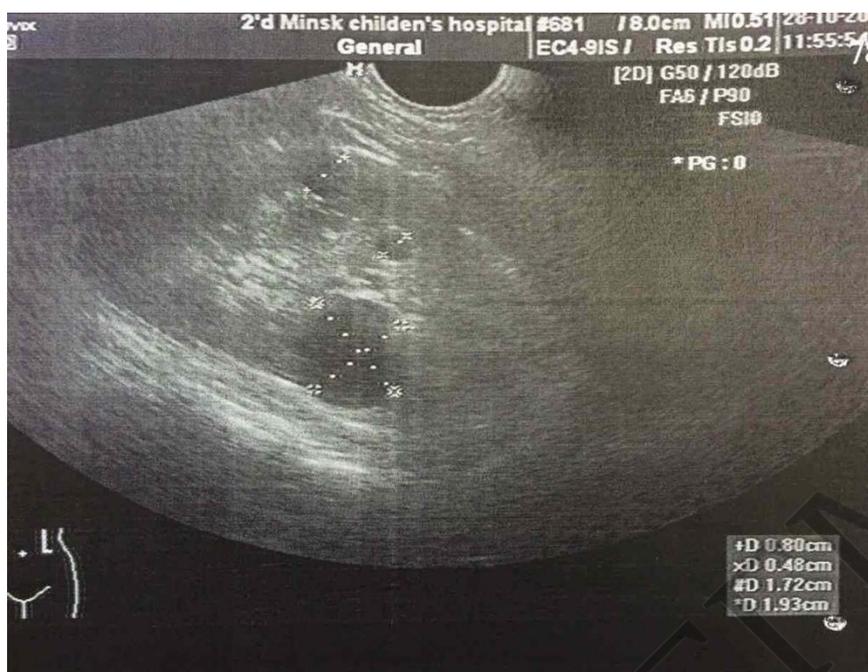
УЗИ почек пациента Р.
